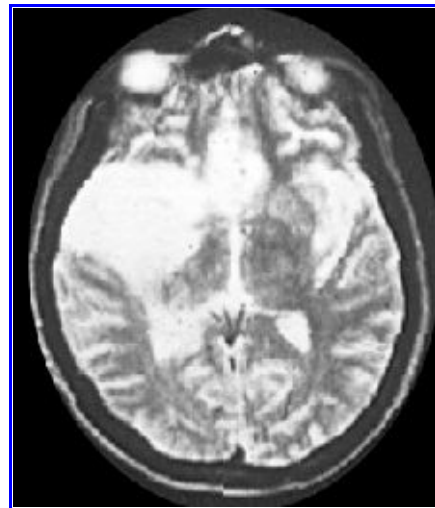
Resonancia magnética por imágenes. Localización bitemporal en encefalitis herpética.
